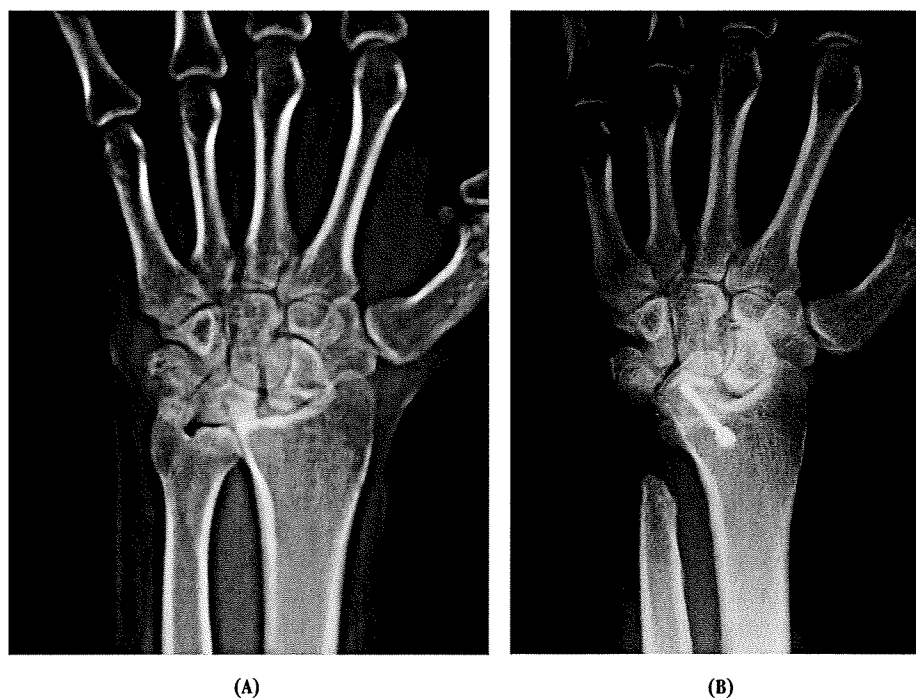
Radiographs of Case 1 using the Herbert type screw. (A) Pre-operative radiograph shows ulnar translation and a symptomatic radiocarpal and distal radioulnar joint. (B) Post-operative radiograph at the final follow-up shows that ulnar translation is reduced. UT is decreased from 0.353 to 0.300. The space between the scaphoid and the radius is slightly widened and distracted. CHR is increased from 0.490 to 0.517. Slightly arthritic changes occur at the lunocapitate joint and the scaphotrapezotrapezoidal joint.
